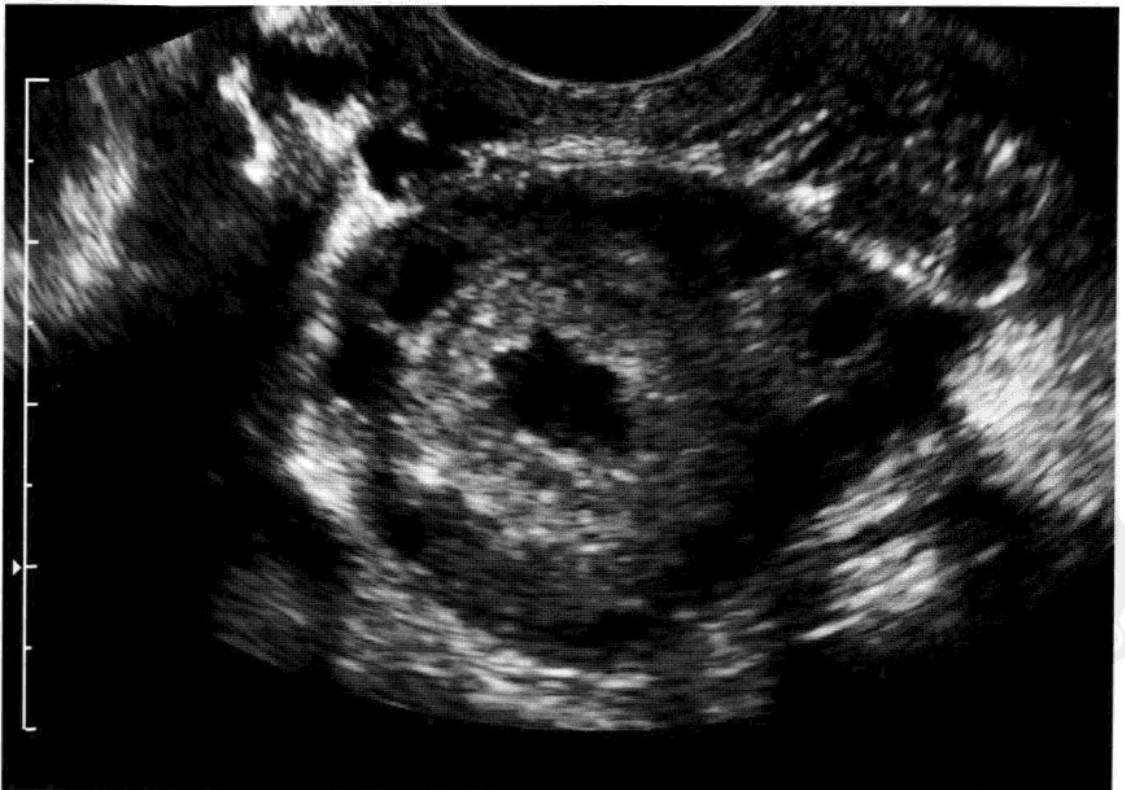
正常卵巢的经阴超声显示厚壁黄体位于中心，周边为含有未成熟卵泡的基质。
